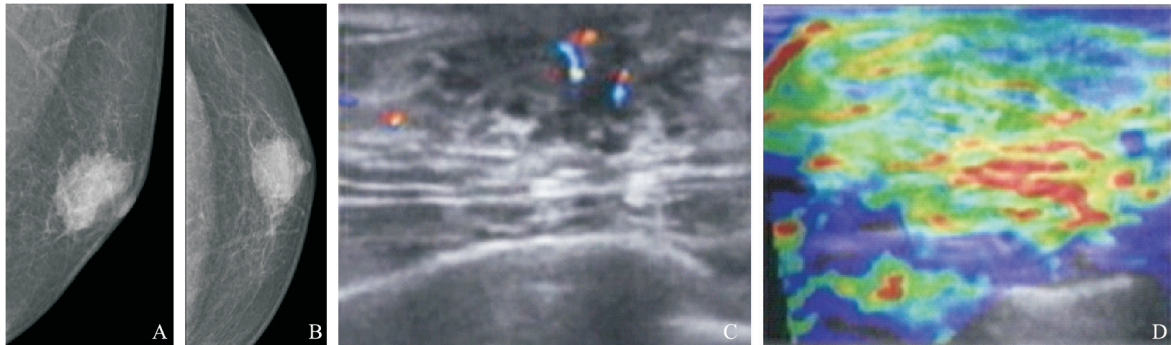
1例64岁男性左乳乳腺发育症患者的X线摄影和超声诊断图像
